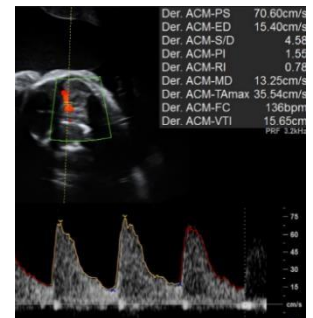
Ecografía semana 28+5
